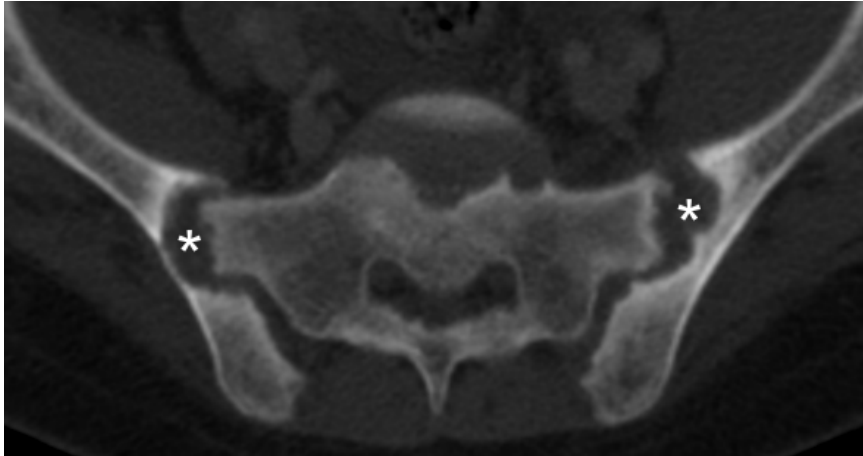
Hyperparathyroïdie secondaire chez une femme de 25 ans insuffisante rénale chronique sévère. A - Important élargissement des interlignes articulaires sacro-iliaques au CT qui sont le siège de multiples érosions (astérisques). B- Signes typiques sévères d'hyperparathyroïdie au niveau de la main droite avec résorption osseuse sous-périostée (têtes de flèches) et acroostéolyse (flèches).
